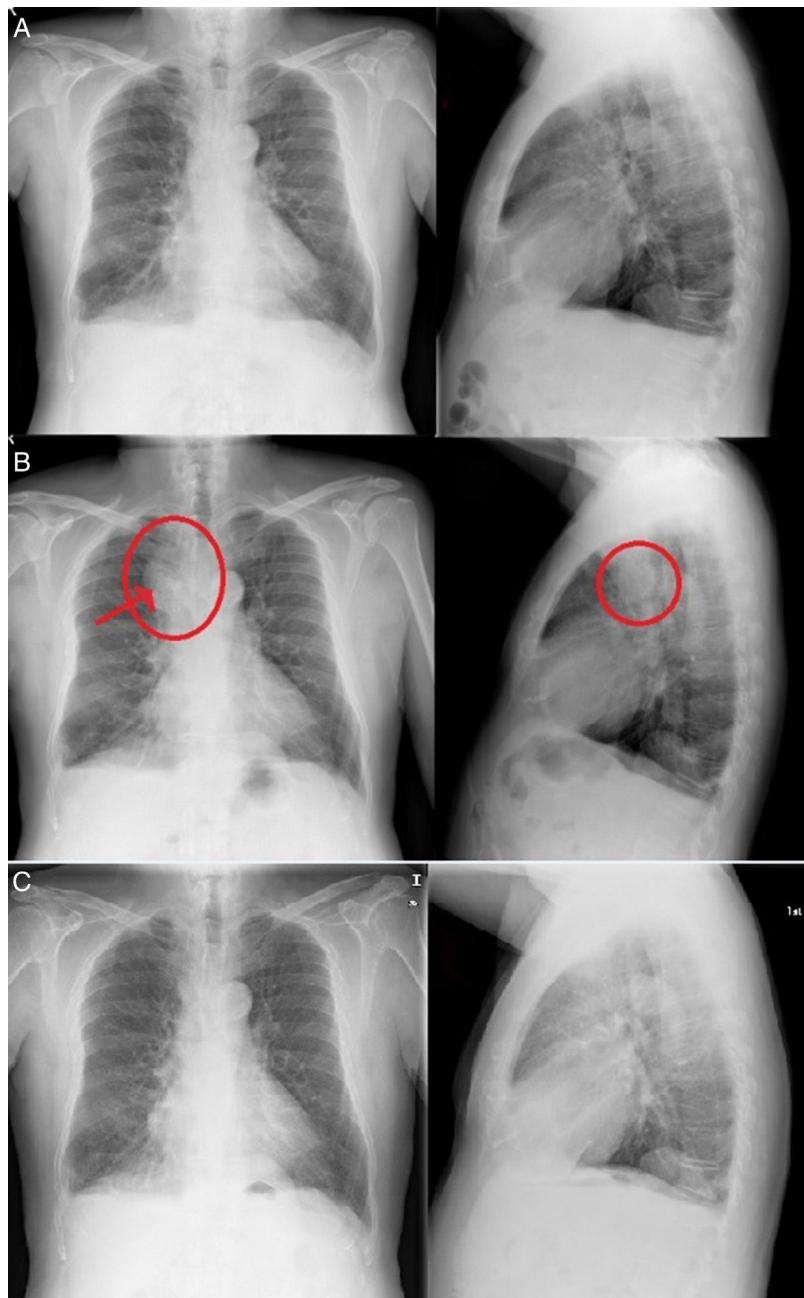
A. Primera radiografía de tórax realizada; a la izquierda se presenta la proyección posteroanterior y a la derecha, la proyección lateral. No se observan imágenes de infiltrados ni existe consolidación alveolar; senos costofrénicos libres, se observa imagen lobular de la cúpula diafragmática derecha, intersticio e hilios normales, sin otras alteraciones. B. Segunda radiografía, realizada 7 días después de la primera; a la izquierda se presenta la proyección posteroanterior y a la derecha, la proyección lateral. Se observa imagen mediastínica, bien delimitada, densidad agua (rodeada por un círculo y señalizada con una flecha), que no aparecía en la radiografía previa. C. Radiografía de tórax realizada tras el alta en el Servicio de Neumología. No se observan lesiones en el mediastino, la imagen ha desaparecido por completo.
